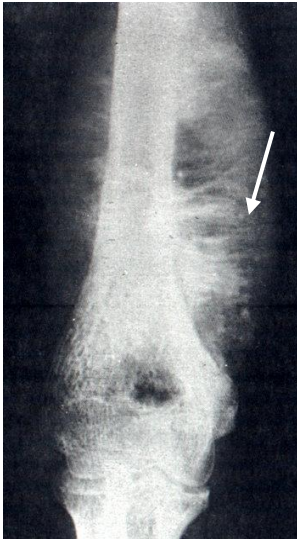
Прицельная рентгенограмма плеча в прямой проекции. Выраженный спикулообразный периостоз в области дистального метафиза и нижней трети диафиза плечевой кости (стрелка). Остеогенная саркома плечевой кости
